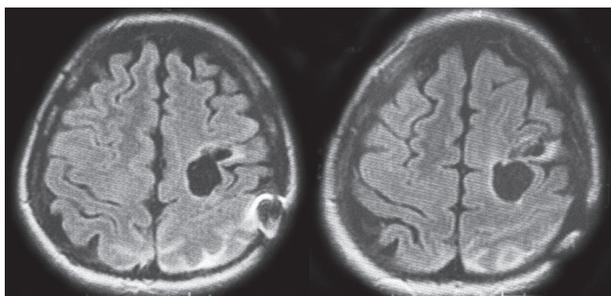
МРТ головы. Состояние через 7 месяцев после хирургического удаления абсцесса головного мозга у ВИЧ-положительной пациентки 32 лет
